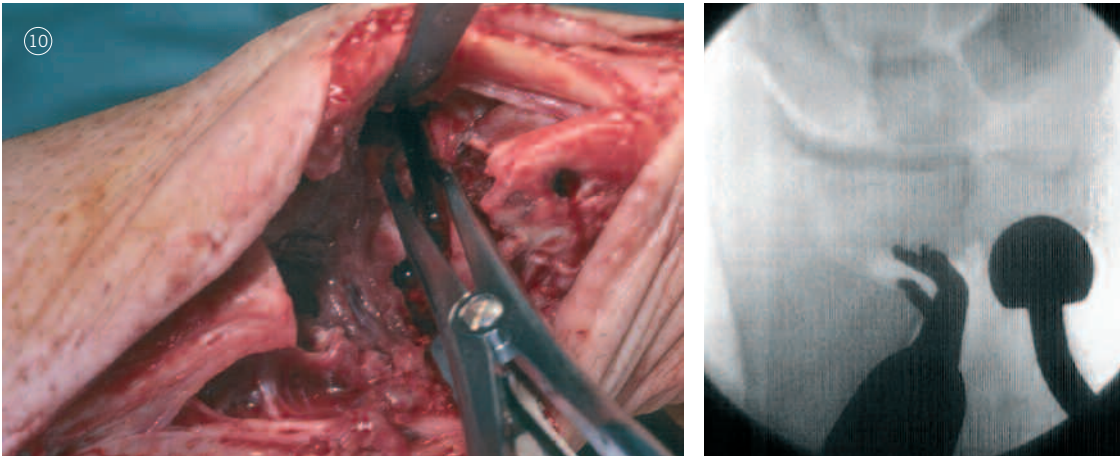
a/b: Der Knochenspalt wird aufgespreizt. Unter Röntgenkontrolle wird mit der entsprechenden Kopflehre die Tiefe und Form der Ausfräsung überprüft. Bei eingebrachter Testprothese kann diese Überprüfung mit dem Testkopf erfolgen.
